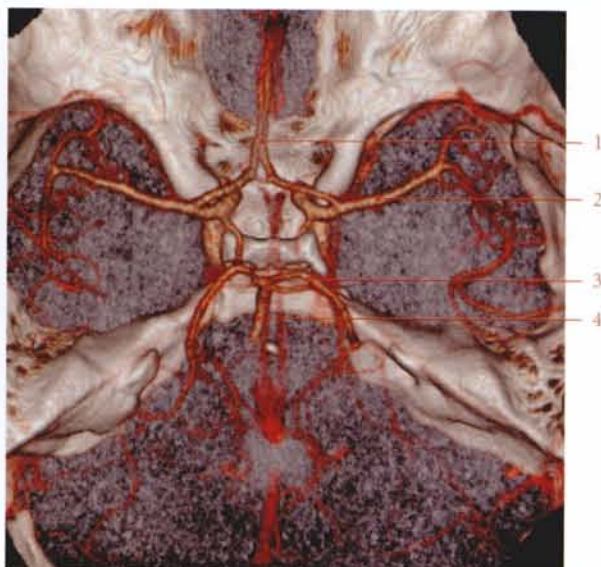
Cercle artériel du cerveau : angio-TDM en 3D (cliché Dr J. Drouineau)
